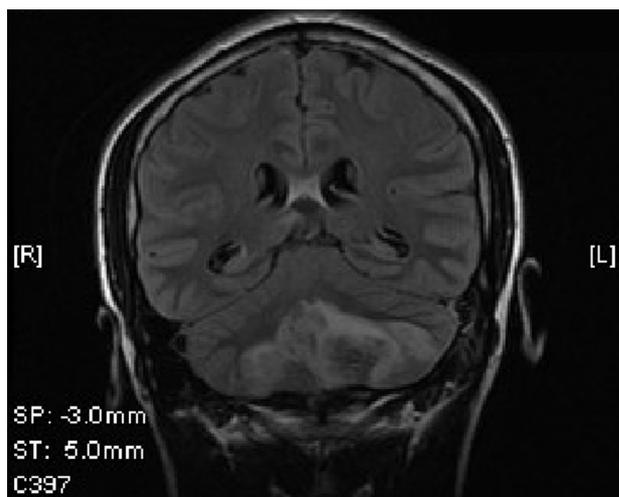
Resonancia magnética (F) que evidencia de enfermedad vascular isquémica cerebelosa con predominio izquierdo en estudio agudo.
